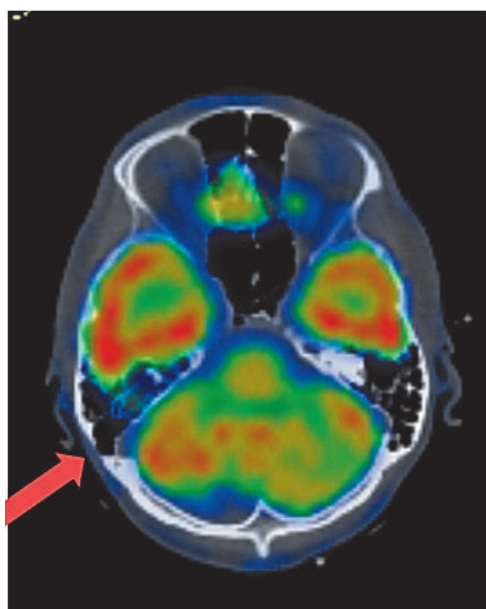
КТ головы пациента после 6 циклов терапии
